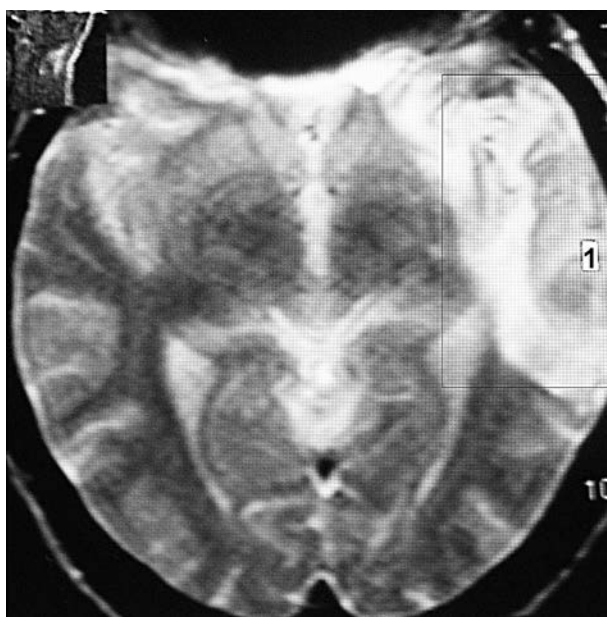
МРТ в T2-33 в аксіальній проекції головного мозку пацієнта з персистуючою HHV-6-нейроінфекцією, в якого в минулому виник пневмококовий абсцес скроневої доли мозку (пояснення в тексті)
